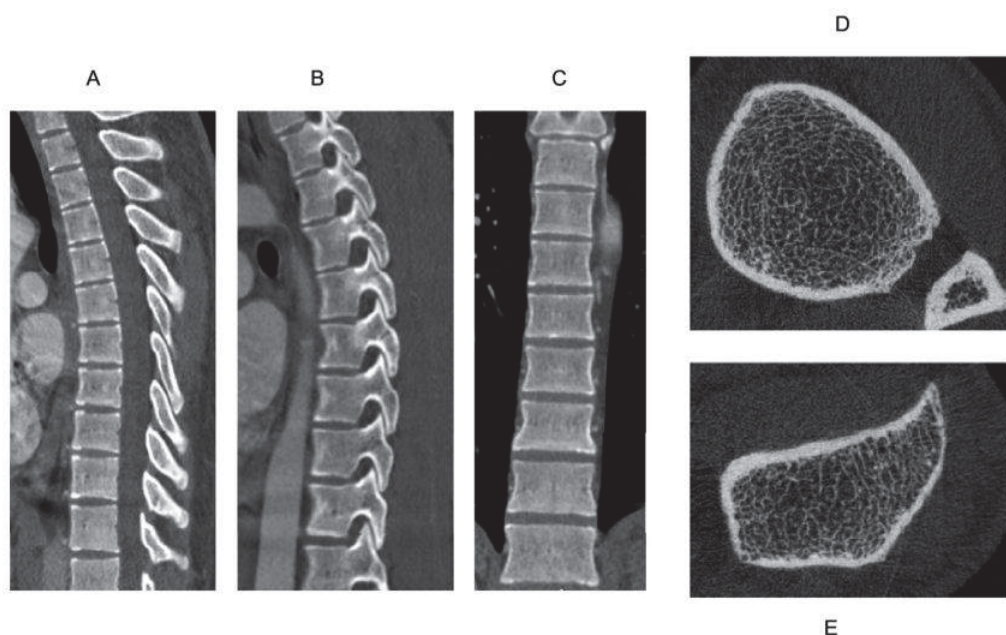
Escaneamentos de TC podem ser utilizados para se obter densidade volumétrica e parâmetros geométricos da vértebra (A, sagital; B, parassagital; C, frontal) e locais periféricos (D, tíbia distal; E, radio distal). Regiões periféricas podem ser escaneadas com resolução mais alta para permitir a visualização de trabéculas individuais. Fontes: Fig. A-C [Anderson \(2010\)](#). Fig. D e E [Bauer e Link \(2009\)](#)
